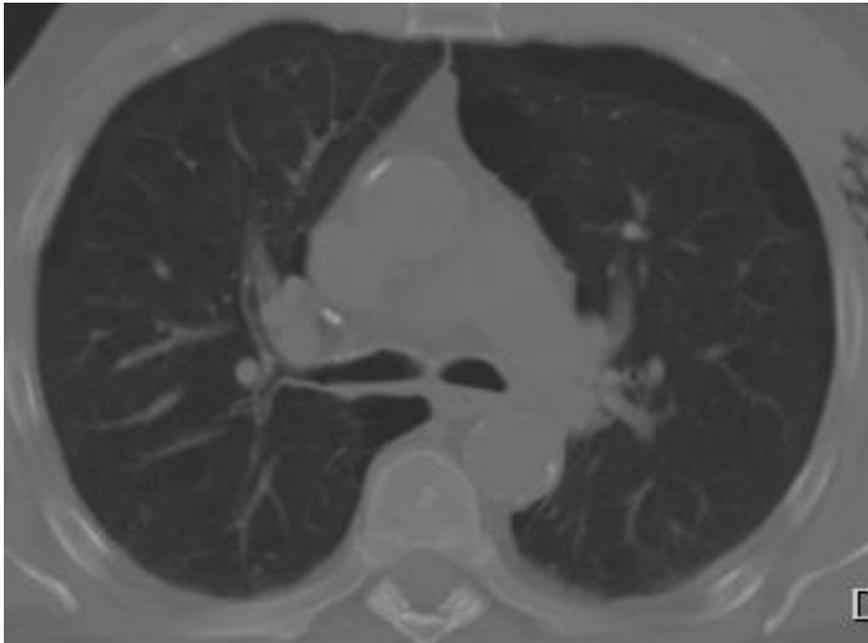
Tomografía axial computarizada en la que se evidencia quistes en el pulmón izquierdo de uno de nuestros pacientes.
